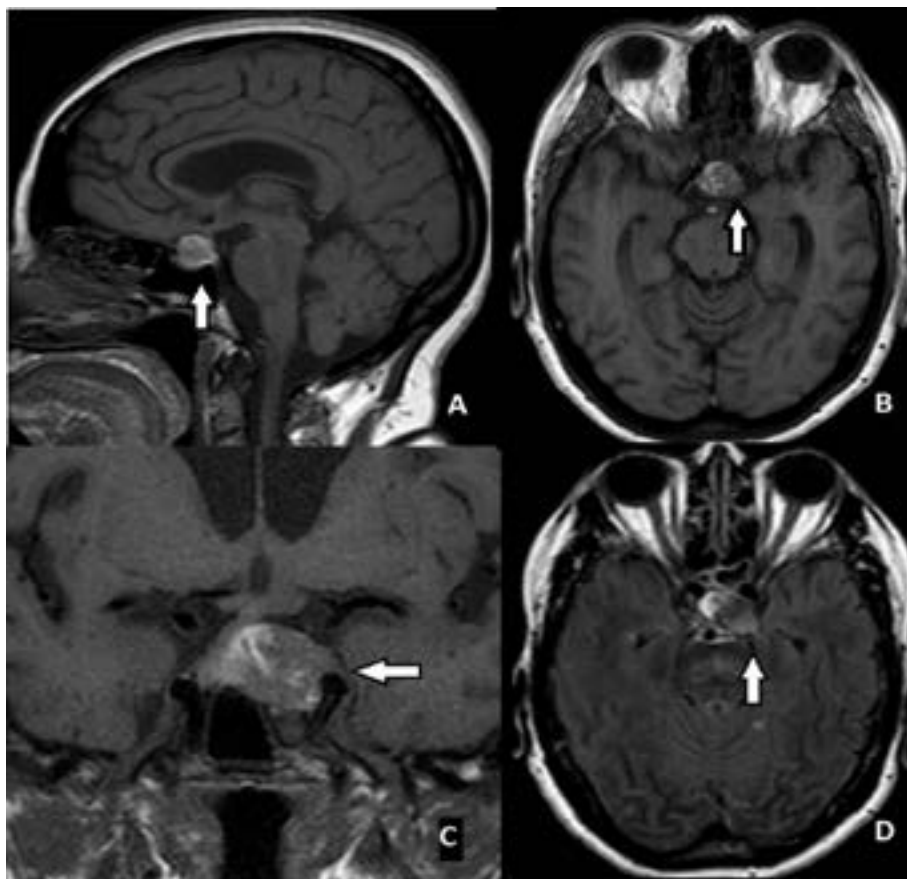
Ressonância magnética de crânio do caso relatado. Demonstra lesão hiperintensa (seta) dentro de adenoma hipofisário com extensão lateral na direção do seio cavernoso esquerdo, ocorrendo tanto nas sequências T1 (Imagem A/Sagital, Imagem B/Axial e Imagem C/Coronal) como FLAIR (Imagem D/Axial).
